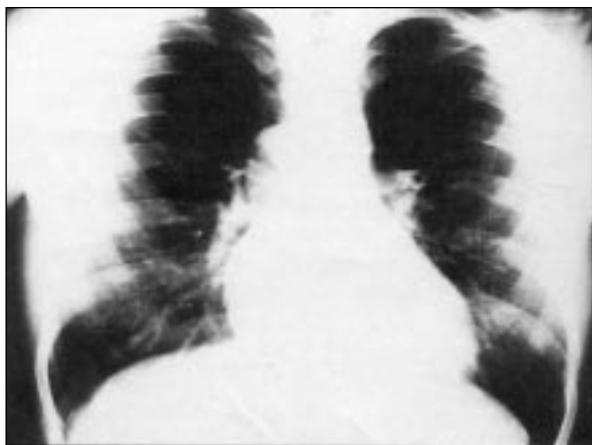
Radiografía de tórax en proyección postero-anterior, en la que se aprecia la imagen anormal en el borde mediastínico derecho ocasionada por la dilatación anormal del cayado de la vena ázigos.
